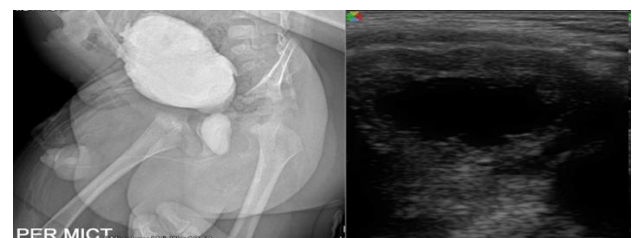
VUP: Echographie + UCR. Vessie de lutte sur VUP très obstructif à 3 mois. Important résidu post-mictionnel, hydronephrose bilatérale à l'échographie.
